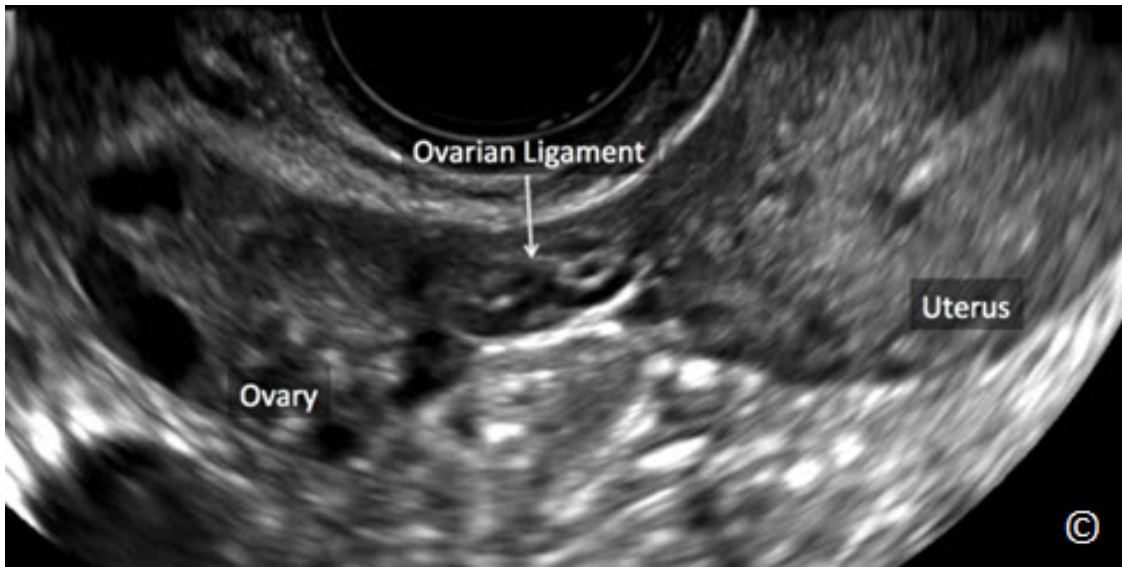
Ultrasonido transvaginal del útero en orientación transversal que muestra el ligamento ovárico y el ovario. Obsérvese la relación entre el plano transversal del útero (útero), el ligamento del ovario y el ovario (ambos rotulados). Siguiendo el ligamento ovárico, el ovario comúnmente puede ser visto. Ver texto para más detalles.
